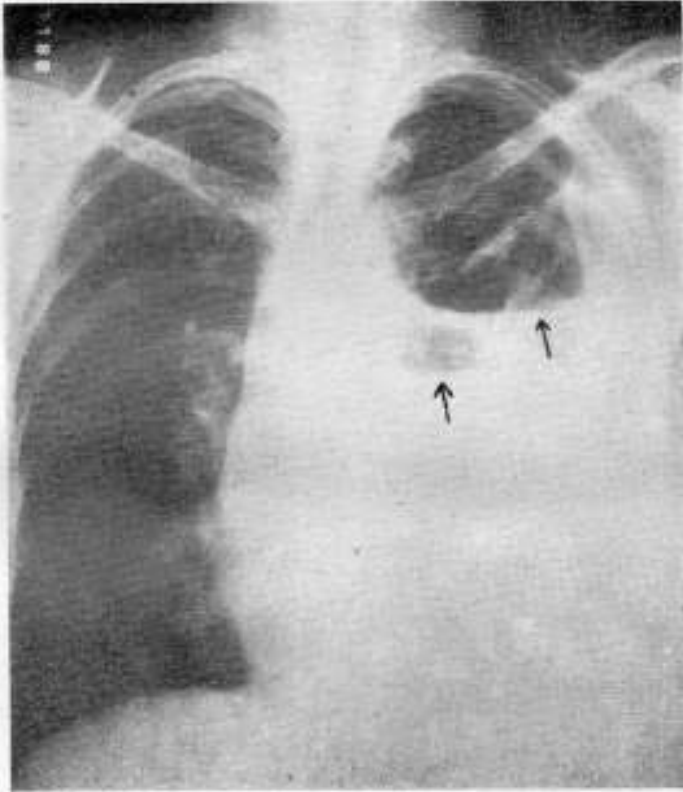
Caso II. — Radiografía de tórax después de la intervención. 17 junio 1940. — Se ven dos niveles líquidos señalados por las flechas que corresponden a los derrames pleural y pericárdico
